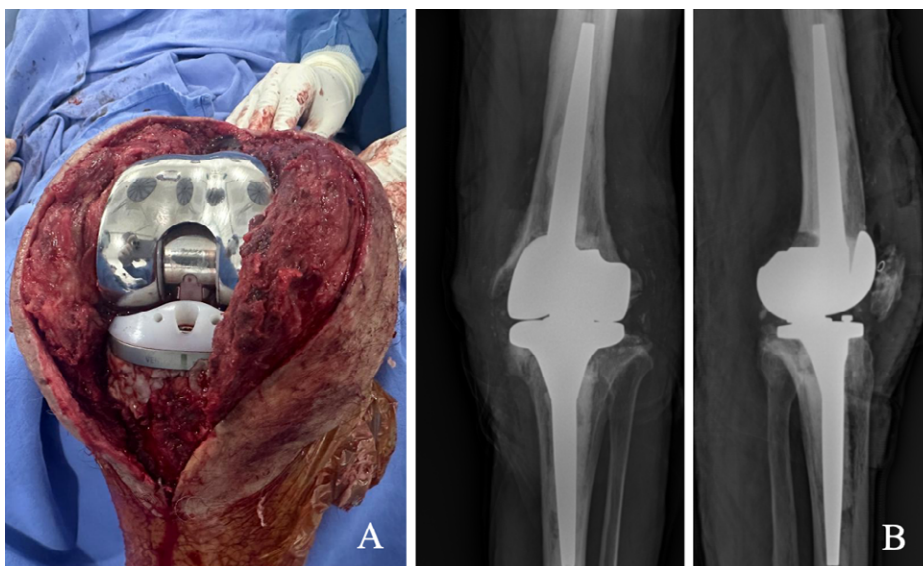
A) fotografía intraoperatoria tomada durante el segundo tiempo de artroplastia total de rodilla de revisión; B) radiografías postoperatorias anteroposterior y lateral en la que se evidencia prótesis constreñida de bisagra rotacional en alineación adecuada.
